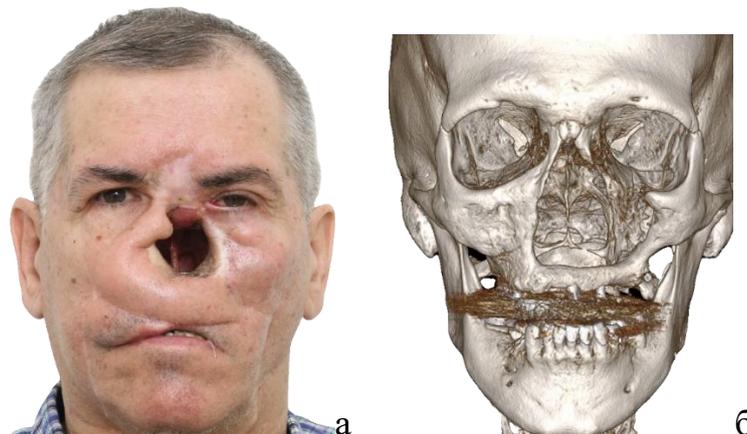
Внешний вид дефекта носа (а), КТ области дефекта (б)
